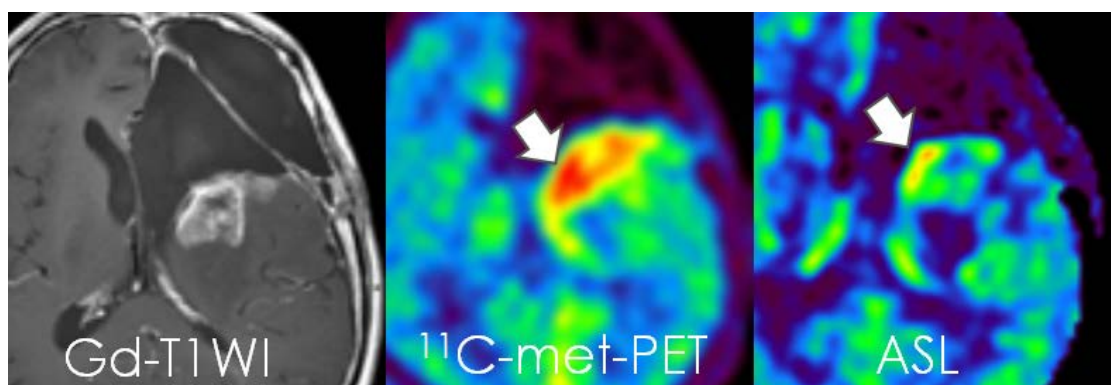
代表例のGd-T1WI,  $^{11}\text{C}$ -met-PET, ASL。矢印：高集積部と高CBF部はほぼ同一箇所に認められる。
